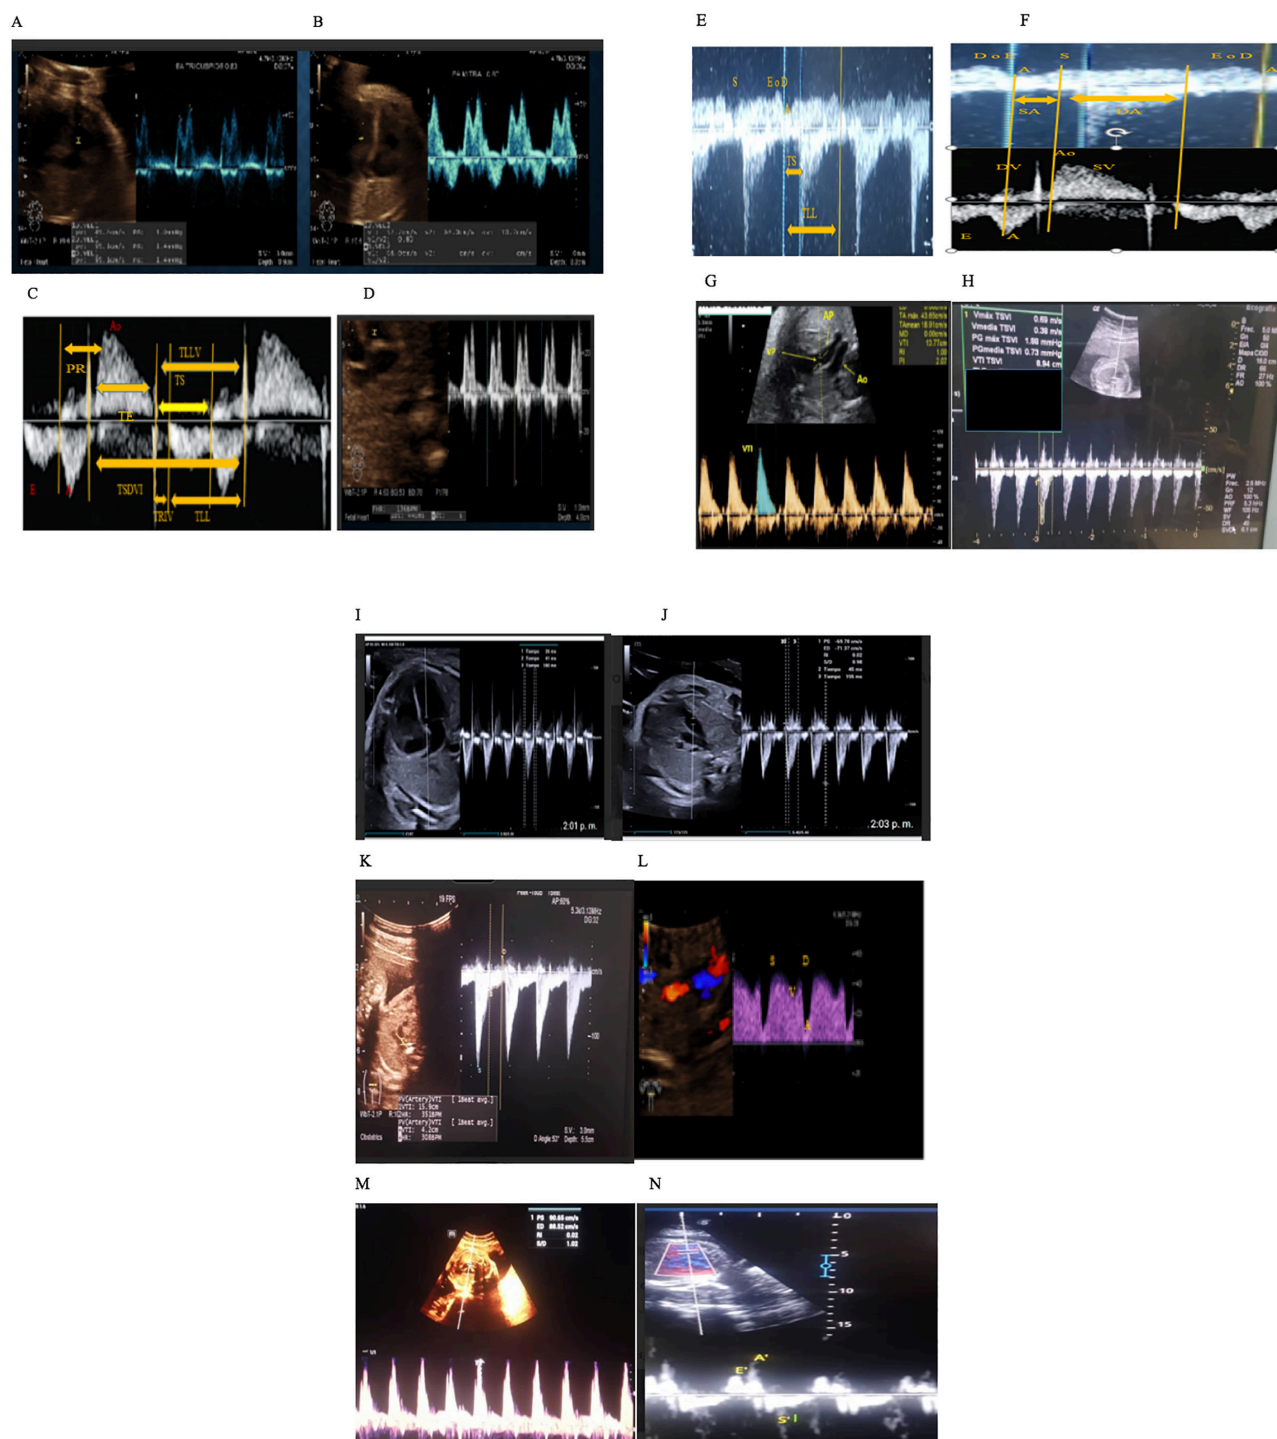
Evaluación ultrasonográfica con *doppler* pulsado de corazón fetal. A. Técnica de medición de la relación de ondas de llenado E y A en la onda de velocidad de flujo de la válvula tricúspide (calipers amarillos). B. Técnica de medición de relación de ondas de llenado E y A en onda de velocidad de flujo válvula mitral (calipers amarillo). C. *Doppler* mitro-aórtico con onda de velocidad de flujo evidenciando llenado E/A mitral y eyección aórtica (Ao), evidenciando chasquidos de apertura y cierre de válvulas mitral y aórtica, referenciando tiempos de contracción isovolumétrica (TCI), tiempo de eyección (TE), tiempo de relajación isovolumétrica TRIV), utilizados para cálculo de índice de rendimiento micocárdico o índice Tei, así
